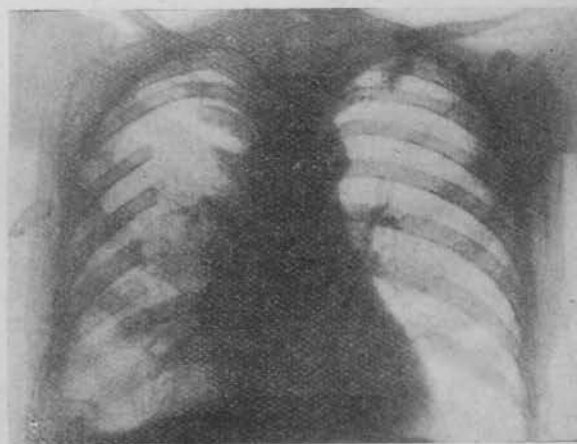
Radiografía a los quince días de la intervención.
